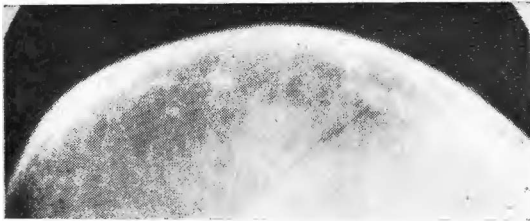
Radiografía simple, incidencia craneo caudal muestra forma edematosa de cáncer de mama. Engrosamiento cutáneo y estructura areolar subcutánea
